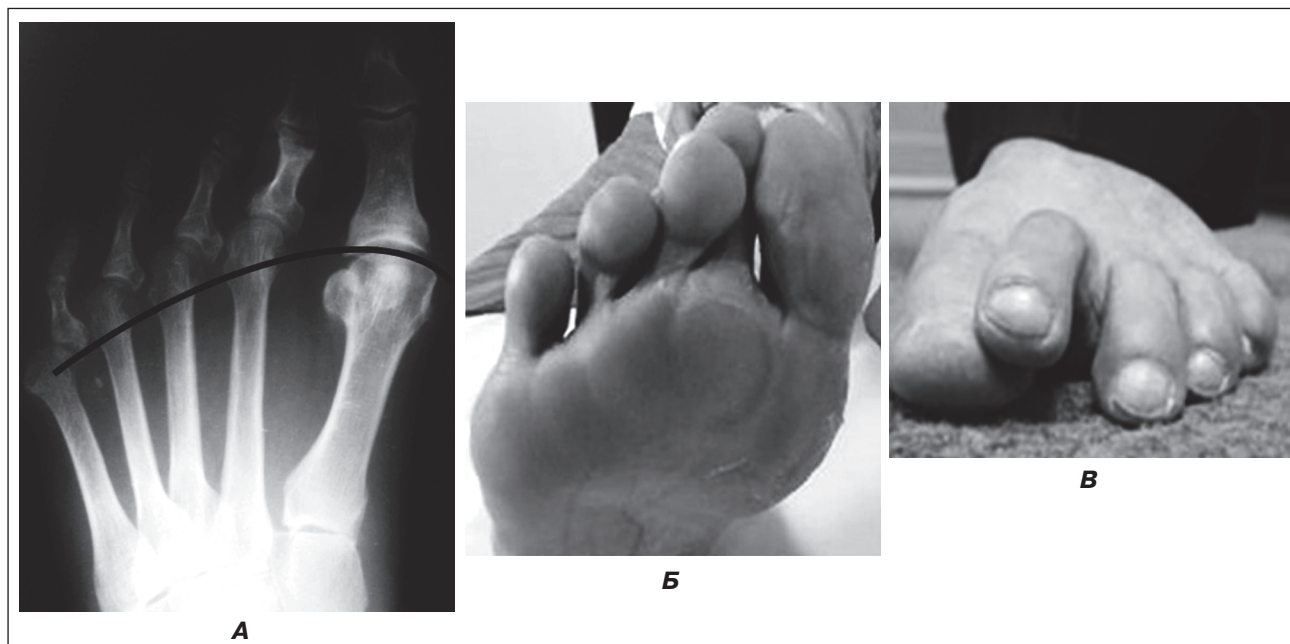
Метатарзалгія з локалізацією під головкою другої та третьої плеснових кісток: А — навантажувальна рентгенограма стопи з порушенням метатарзальної параболи, підвивих основної фаланги другого та третього ПлФС; Б — вигляд стопи з підошовної поверхні, оmozолістості; В — молоткоподібний 2-й палець стопи
